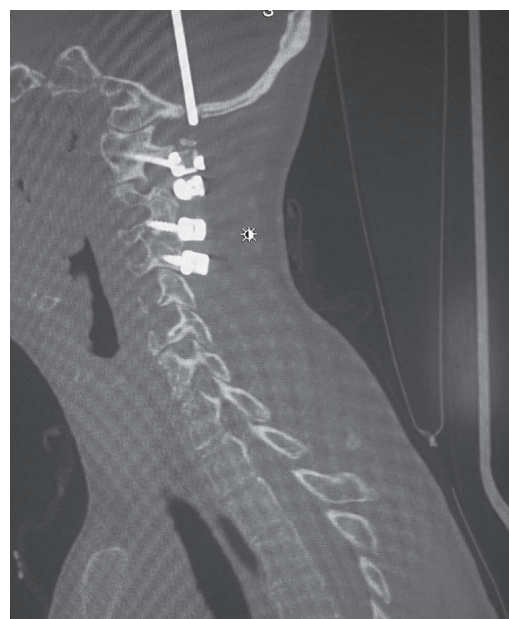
Компьютерная томография шейного отдела позвоночника со штангой, вышедшей из головок винтов, а также раскручивание резьбовых соединений устройства
